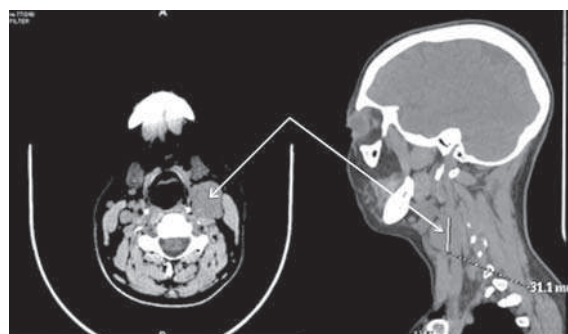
Компьютерная томограмма больного с каротидной хемодектомой (аксиальные и сагиттальные срезы, стрелкой указана опухоль).
